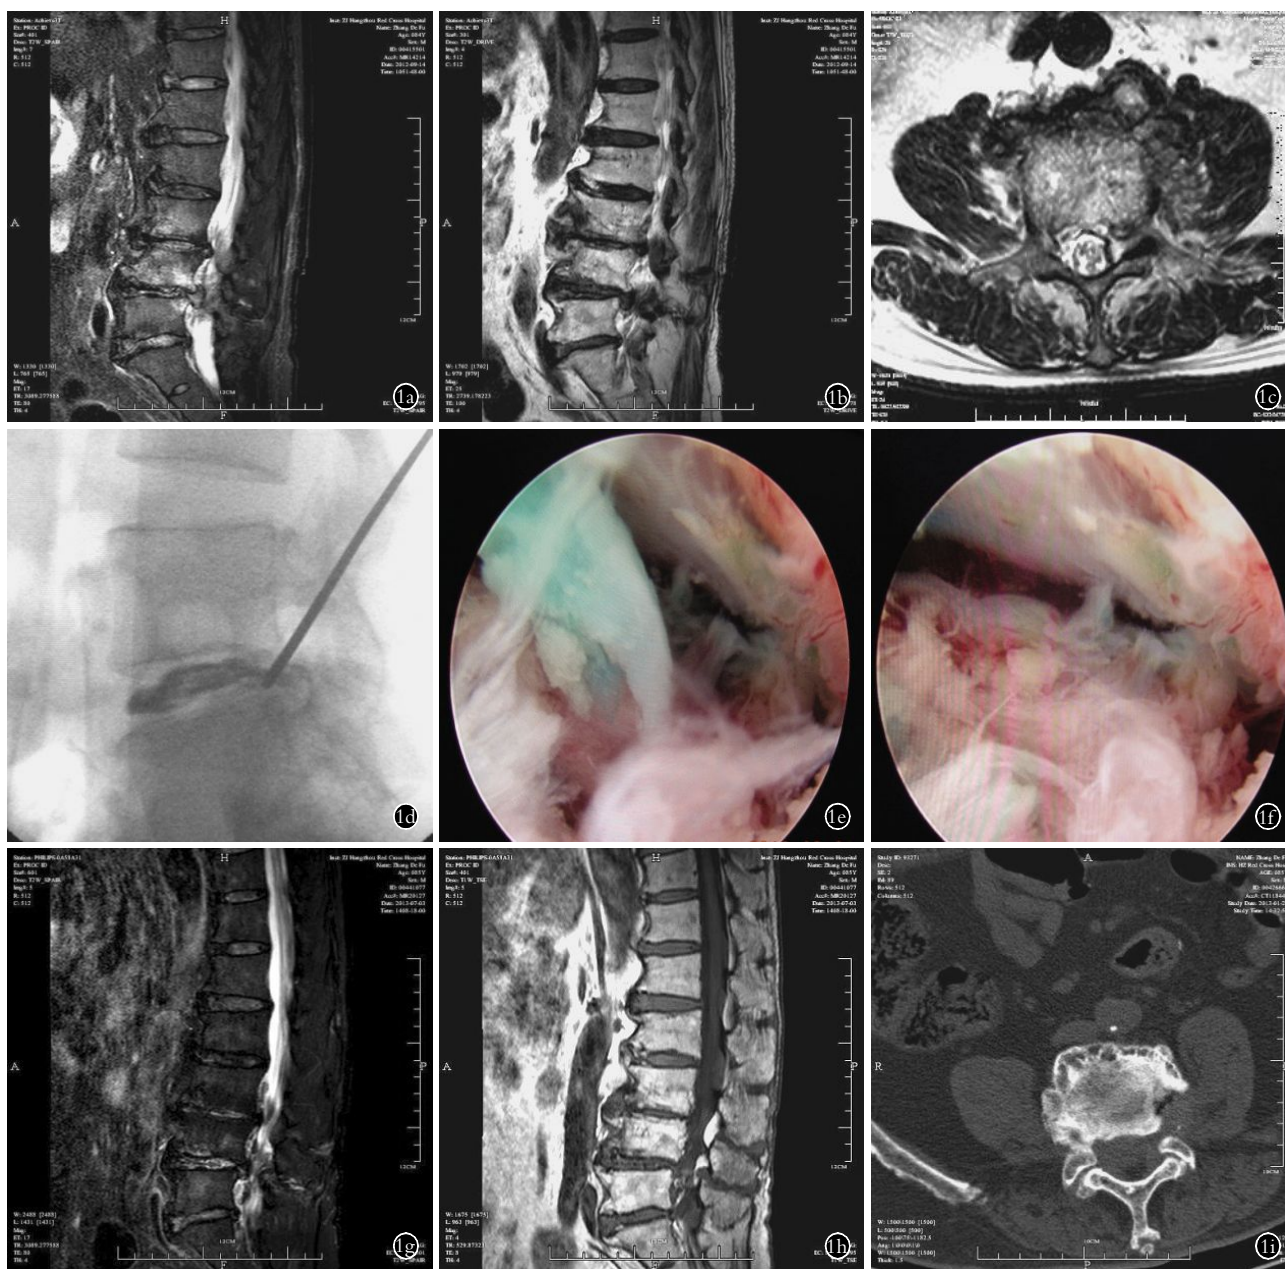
男,86 岁,腰椎管狭窄症,左侧下肢间歇性跛行 6 年 1a,1b. 术前 MRI 显示 L_{4,5}、L₅S₁ 椎间盘突出伴相应节段神经根狭窄 1c. 横断位 CT 显示以左侧神经根狭窄为主 1d. 术中造影显示 L_{4,5} 为责任椎 1e. 椎间孔镜下显示蓝染的髓核压迫神经根并伴相应神经根狭窄 1f. 椎间孔镜下显示突出的髓核已被摘除 1g,1h. 术后 24 个月 MRI 显示减压节段椎管通畅,未见明显压迫 1i. 术后 24 个月 CT 横断面
